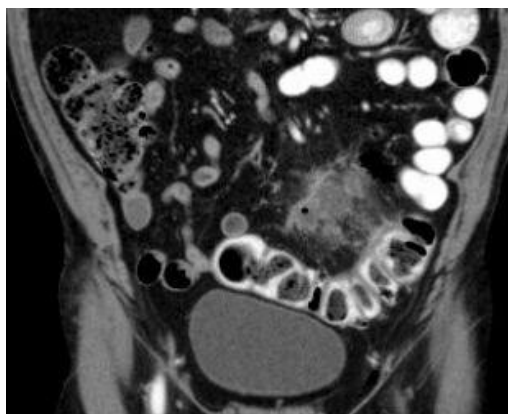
CT-Befund IIc nach Hansen und Stock (164).
